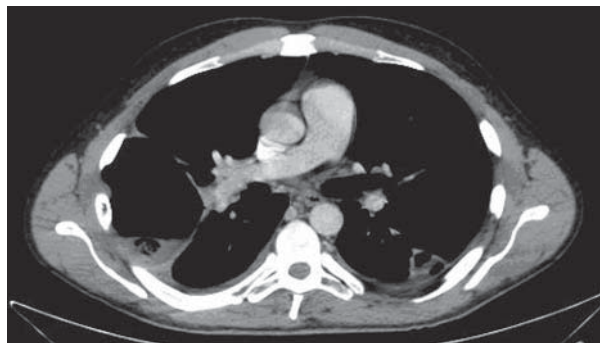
Tomografia komputerowa płuc wykonana 8 maja 2009 roku (opis w tekście)
